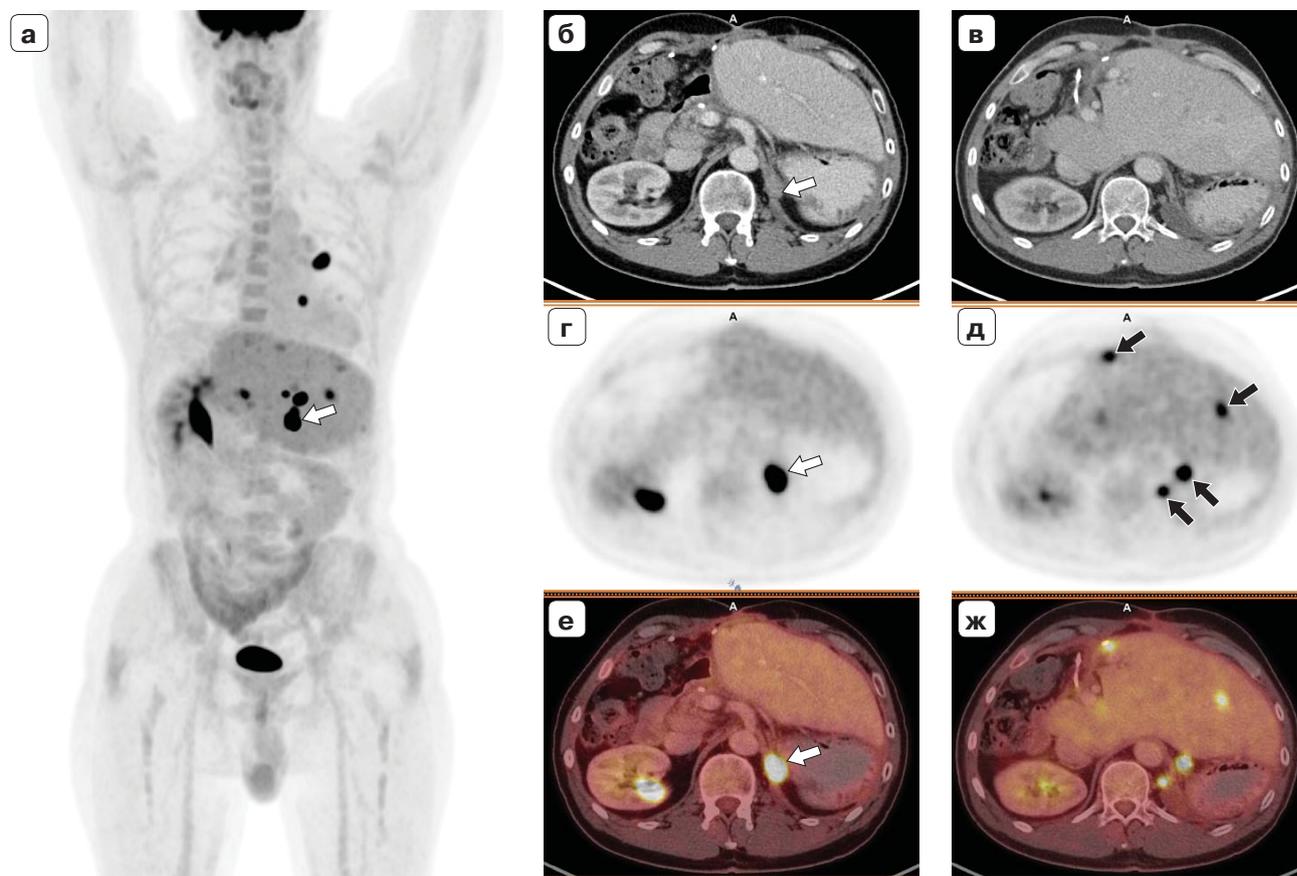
Прогрессирование адренокортикального рака с метастатическим поражением печени, легких и внутригрудных лимфоузлов. Состояние после гемигепатэктомии. ПЭТ/КТ-исследование с ^{18}F -ФДГ. ПЭТ (MIP) во фронтальной проекции (а), КТ с внутривенным контрастным усилением (б, в), ПЭТ (г, д) и ПЭТ/КТ (е, ж) в аксиальной проекции. Объемное образование в ложе левого надпочечника (белые стрелки), метастазы (черные стрелки).
